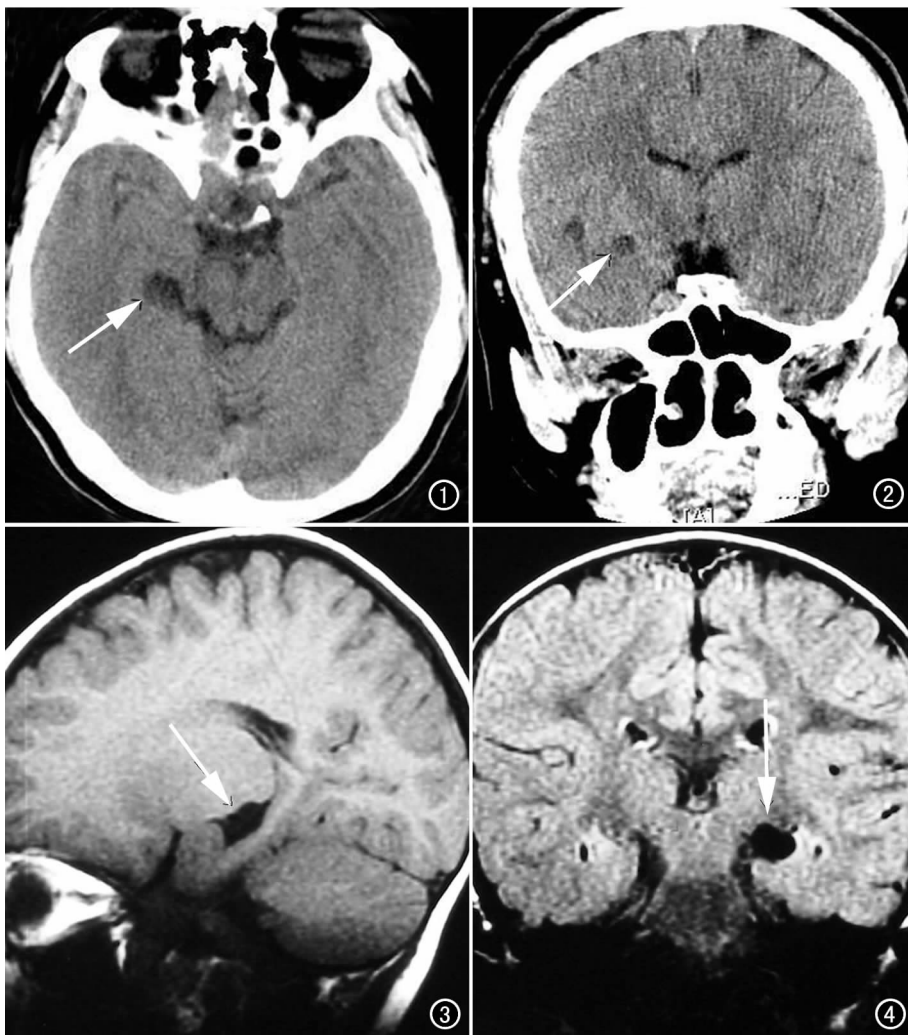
~4 同一病例。图 1 CT 轴位平扫,右侧脉络膜裂区有一长卵形囊样低密度灶,边缘清晰、锐利,其内后部与右侧环池相接。图 2 CT 冠状面,病灶位于下丘脑与海马之间,但两者间细微组织关系难辨。图 3 MRI 矢状面 SE 序列 T_1 WI,囊肿呈箭头样,前角沿裂络裂延伸,后上、下角沿海马沟延伸。图 4 MRI 冠状面 Flair 序列,囊肿低信号,略呈“双凸透镜”形,水平方向沿脉络裂向内外延伸。
